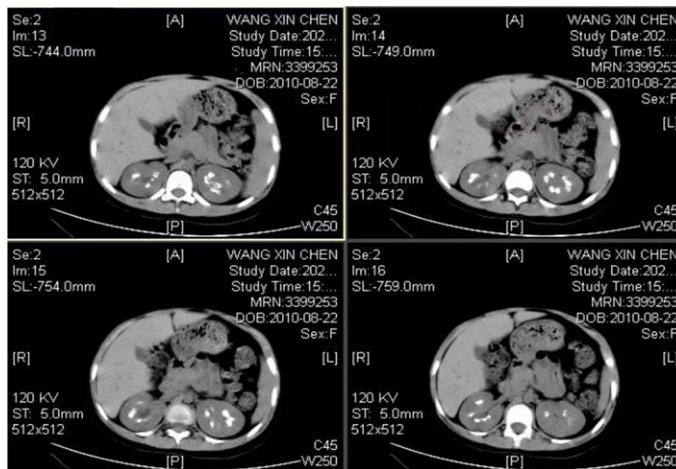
Hypogastrium CT scanning showed that both kidneys were full and there were patchy calcium-density shadow in the renal medulla
